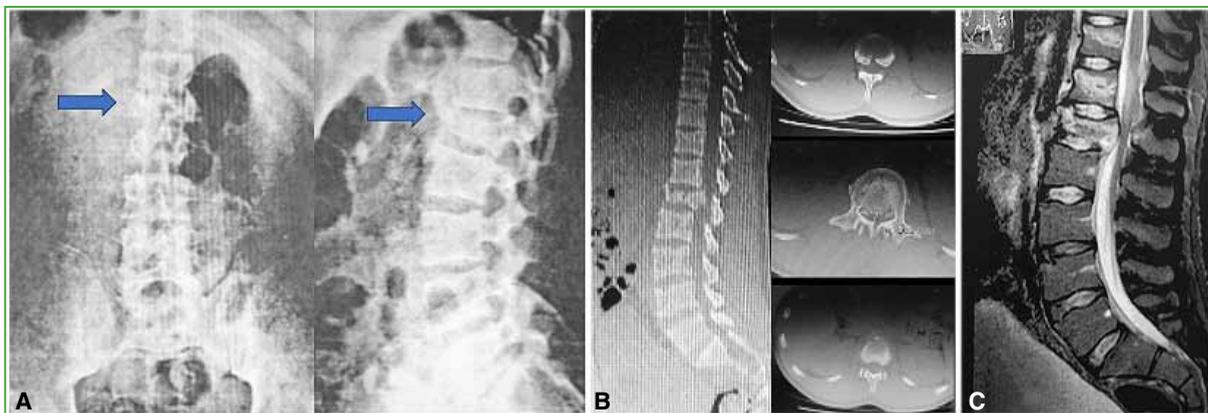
Paciente 27. Varón de 15 años que sufre un accidente en motocicleta de baja cilindrada, conducía sin casco. Es despedido a 3 metros. No tiene déficit neurológico. A. Radiografías de columna lumbar de frente y de perfil que muestran una fractura en estallido L1. B. Tomografía computarizada de columna lumbar, cortes sagital y axiales, que comprueban la lesión vertebral clasificada como L1A4. C. Resonancia magnética de columna lumbar que muestra la asociación de dos lesiones contiguas supradiscuales (T11 y T12), modificando la clasificación a L1A4 (T11A1 y T12 A1).
